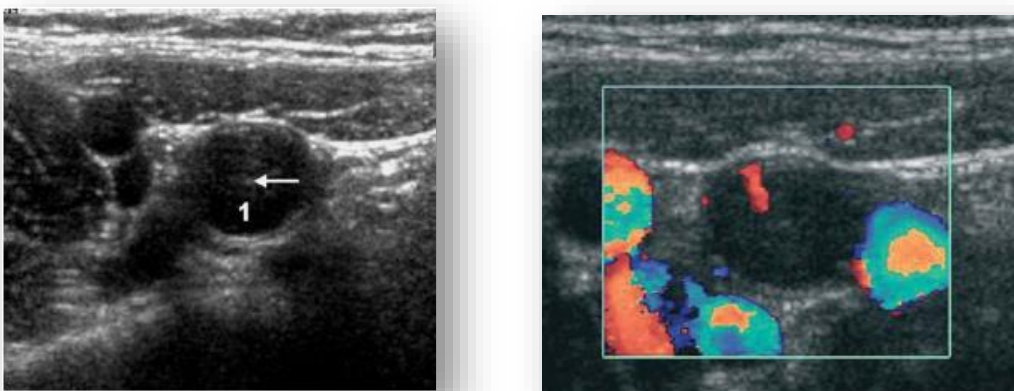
Aspect typique d'une hyperplasie lymphoïde de l'appendice avec a) : hypertrophie de la muqueuse avec une lumière collabée, b) hyper hémie de la muqueuse en mode doppler (21)
